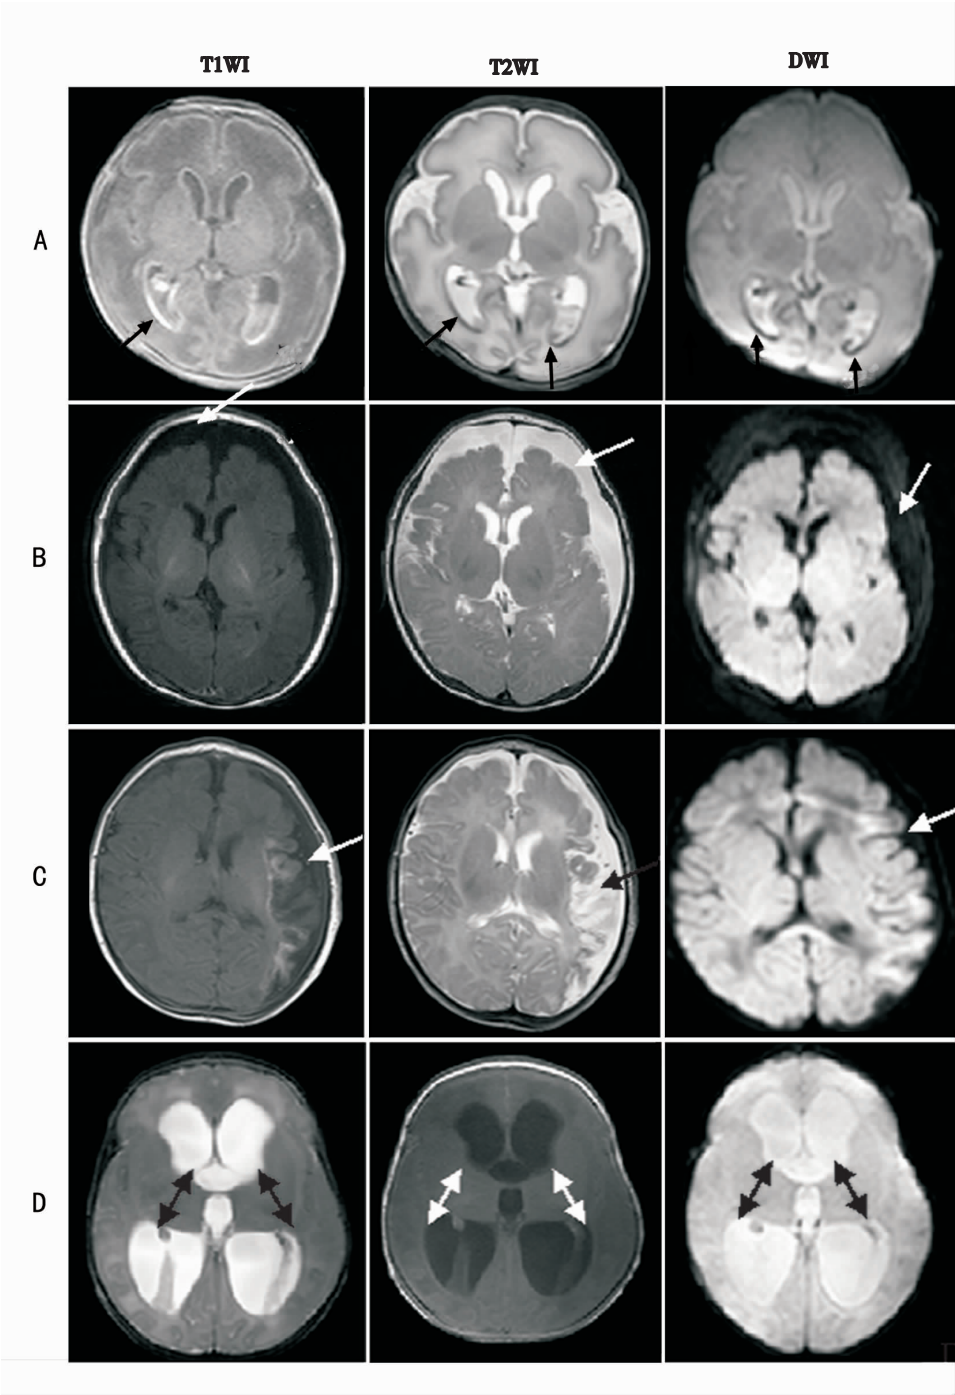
大肠杆菌化脑患儿在头颅 MRI 上的表现 A: 呈脑室膜炎特点。患儿,男,胎龄 28 周,日龄 20 d,病程 16 d。在 T1WI、T2WI、DWI 序列表现为双侧脑室枕角及额角室管膜呈线样强化,脑室内可见脓性分泌物(箭头所示)。B: 呈硬膜下积液改变。患儿,女,胎龄 38 周,日龄 16 d,病程 12 d。在 T1WI、T2WI、DWI 序列表现为左侧额顶颞部蛛网膜下腔增宽,长 T1、长 T2 信号改变, DWI 呈低信号(箭头所示)。C: 呈脑梗死特点。患儿,男,胎龄 37 周,日龄 8 d,病程 4 d。在 T1WI、T2WI、DWI 表现为左侧大脑半球边界清晰的长 T1、长 T2 信号改变, DWI 呈高信号(箭头所示)。D: 呈脑积水特点。患儿,男,胎龄 28 周,年龄 3 个月时复查,主要表现为双侧脑室及第 3 脑室扩张(箭头所示)。
